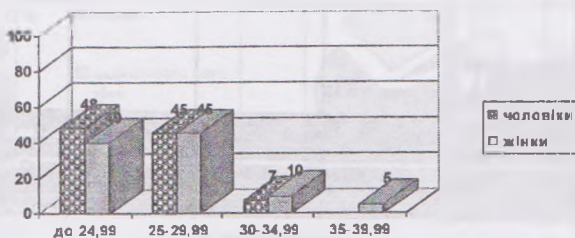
Розподіл хворих на гонартроз 0–І рентгенологічної стадії ОГ на початку дослідження згідно з ІМТ
